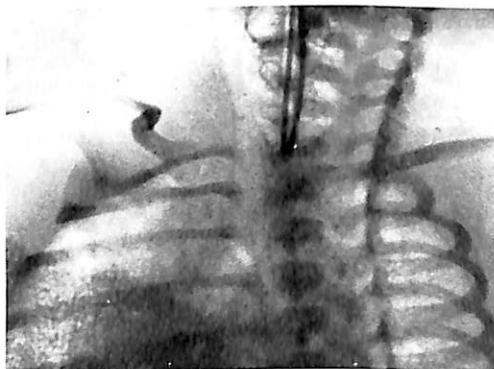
Radiographie du thorax montrant la sonde qui s'est enroulée dans le cul-de-sac oesophagien supérieur a) de face b) de profil
